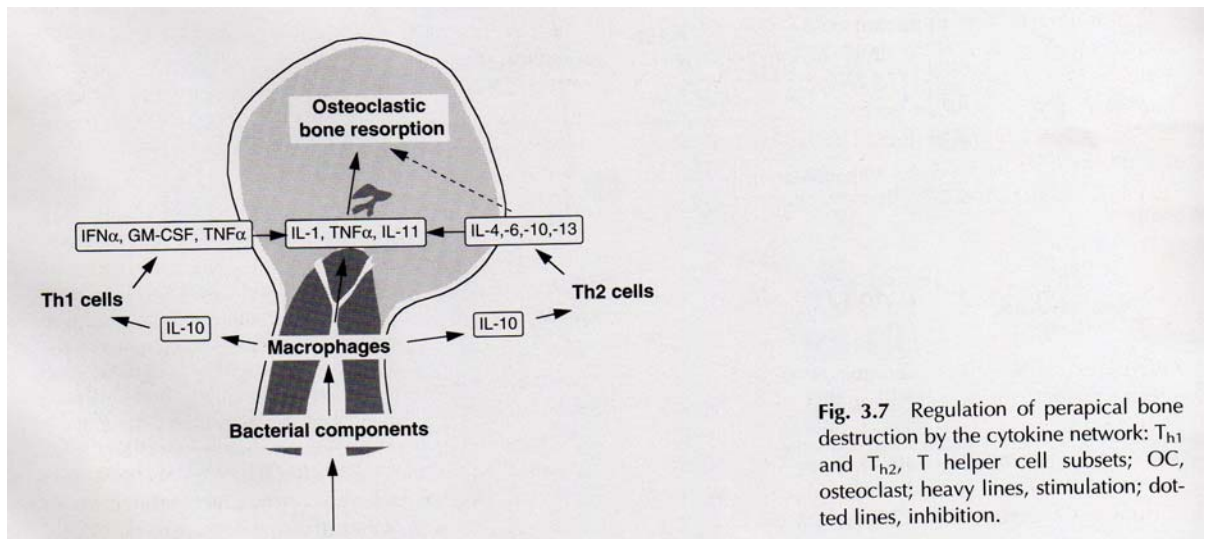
Regulation of periapical bone destruction by the cytokine network: T_{H1} and T_{H2} , T helper cell subsets; OC, osteoclast; heavy lines, stimulation; dotted lines, inhibition.
